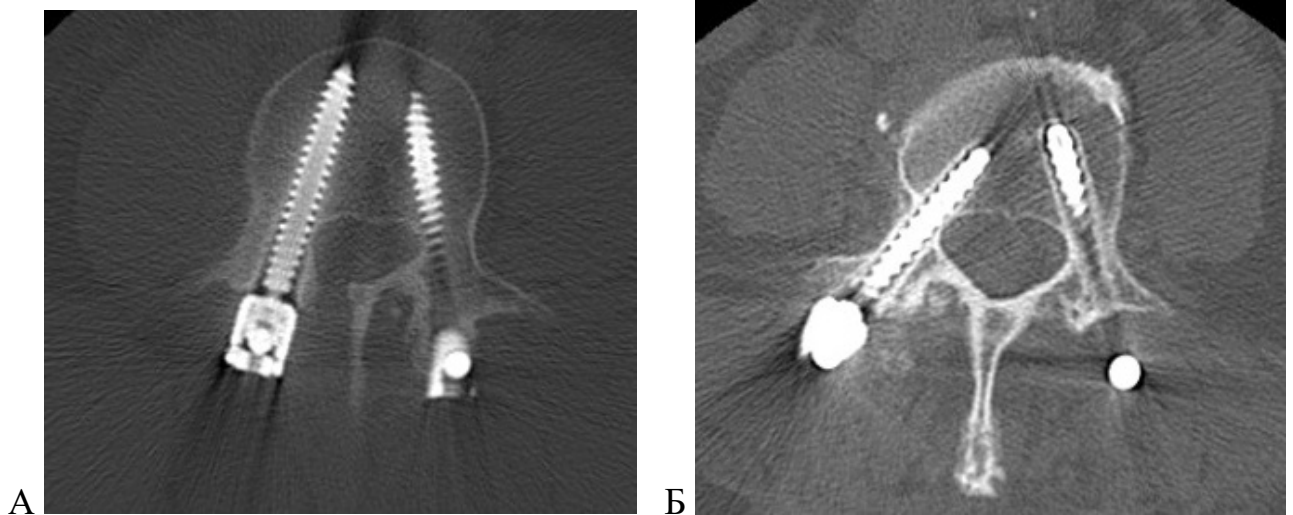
Данные КТ поясничного отдела позвоночника после проведения декомпрессивно-стабилизирующего вмешательства: А - определяется резорбция костной ткани вокруг транспедикулярных винтов в ножках дуги позвонка; Б - сочетание резорбции в теле позвонка и в ножках дуги (б). Срок наблюдения – 11 мес. после вмешательства
